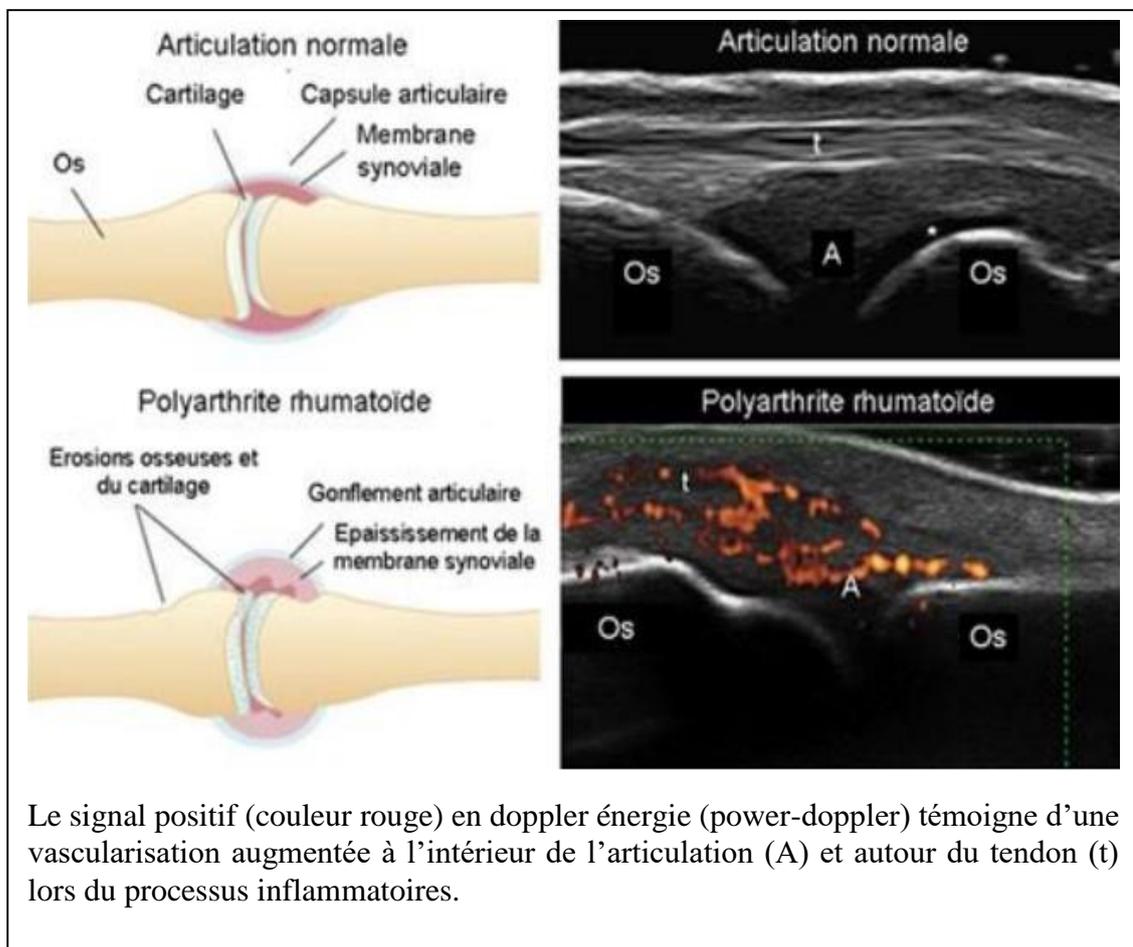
№ 26 : L'aspect d'une articulation normale et les modifications observées dans le décours de la PR à l'échographie. (Bencharif. 2014)
